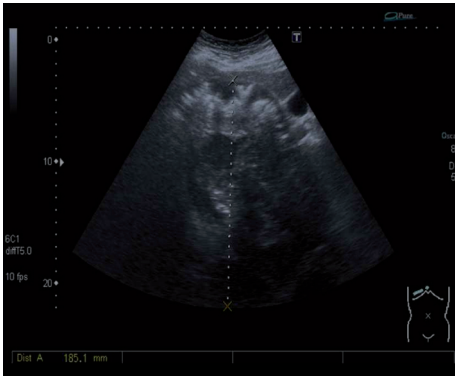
Ecografía abdominal. Gran masa suprarrenal derecha.
